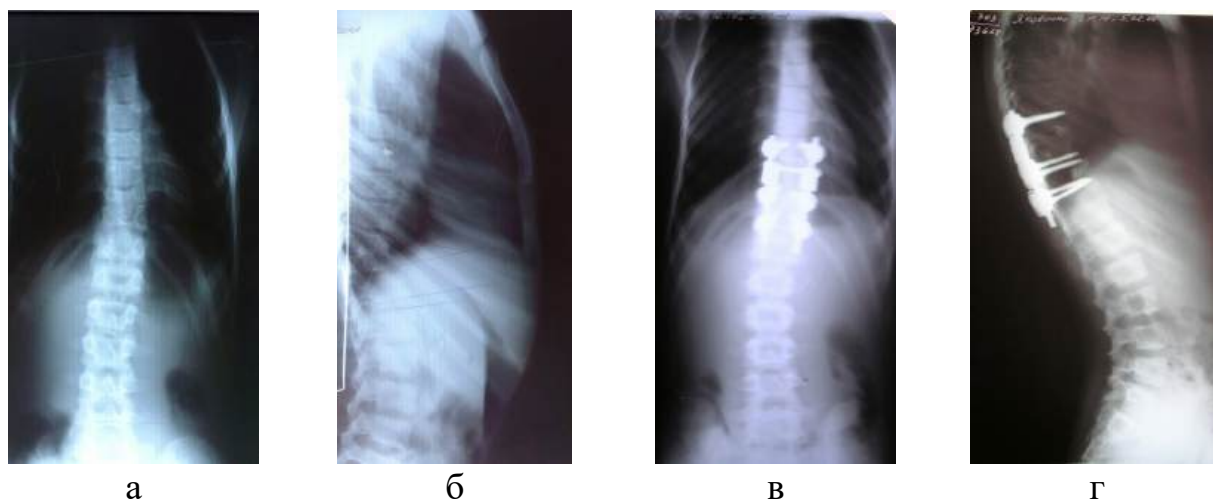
Фотовідбитки рентгенограм хворого Я. передопераційні у передньо-задній (а) та бічній (б) проекціях та після хірургічного втручання передньо-задній (в) та бічній (г) проекціях
